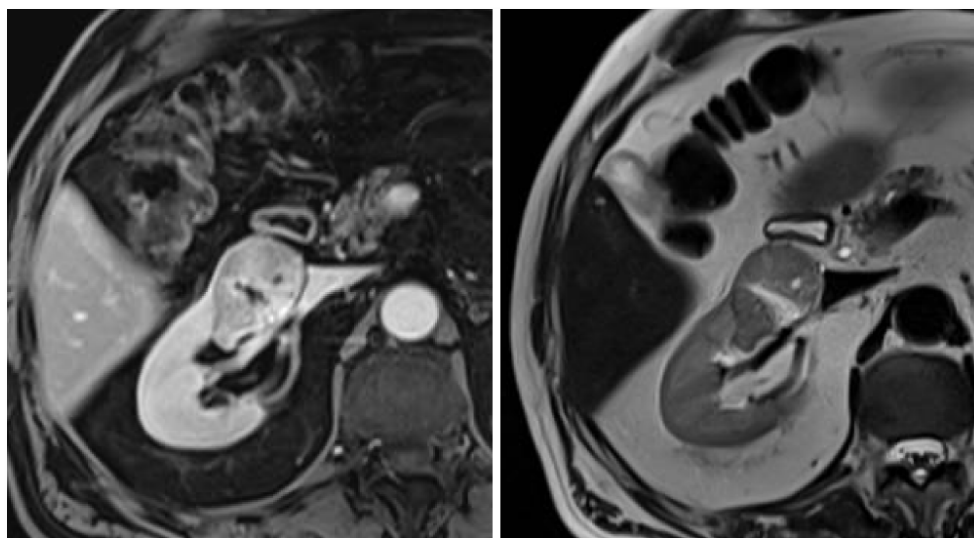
Tumor renal derecho sólido en resonancia magnética. Izquierda: secuencia T1; derecha: secuencia T2.
